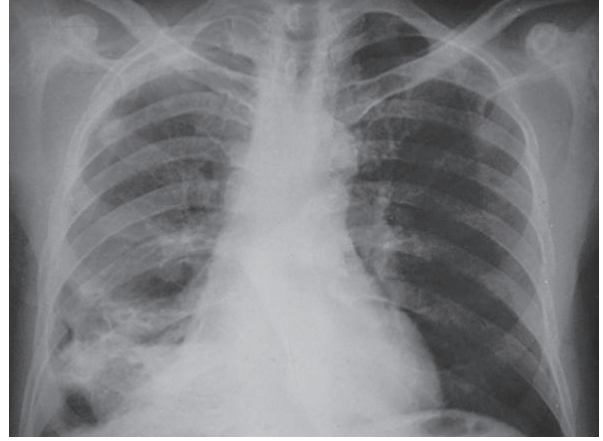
Radiografía de tórax, muestra atelectasia basal derecha, sin masas.
